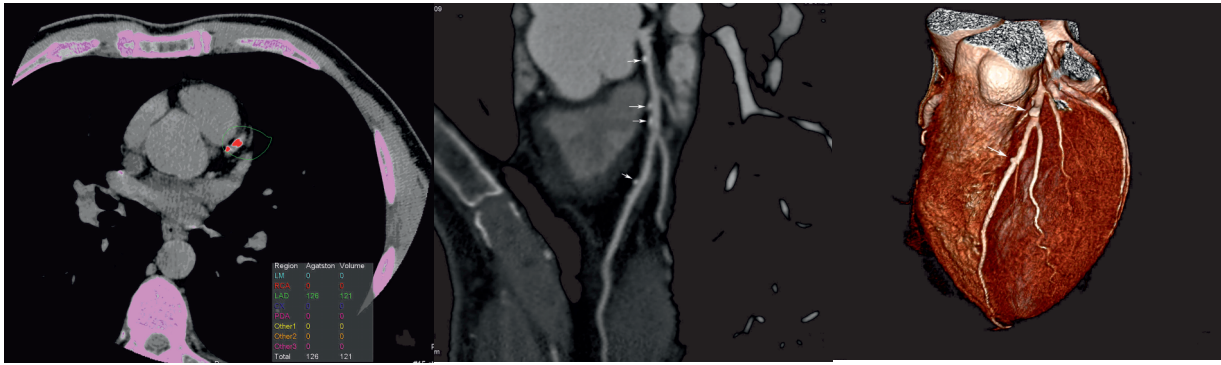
a -c. 45 year -old male patient’s calcium score measurement (a) and coronary CT angiography examination CPR (b) and 3D VR (c) images. Calcium score measurement shows the total calcium score of 126. There is multipl calci fic plaque formations in LAD (white arrows). Patient’s CIMT was 0.7mm.
